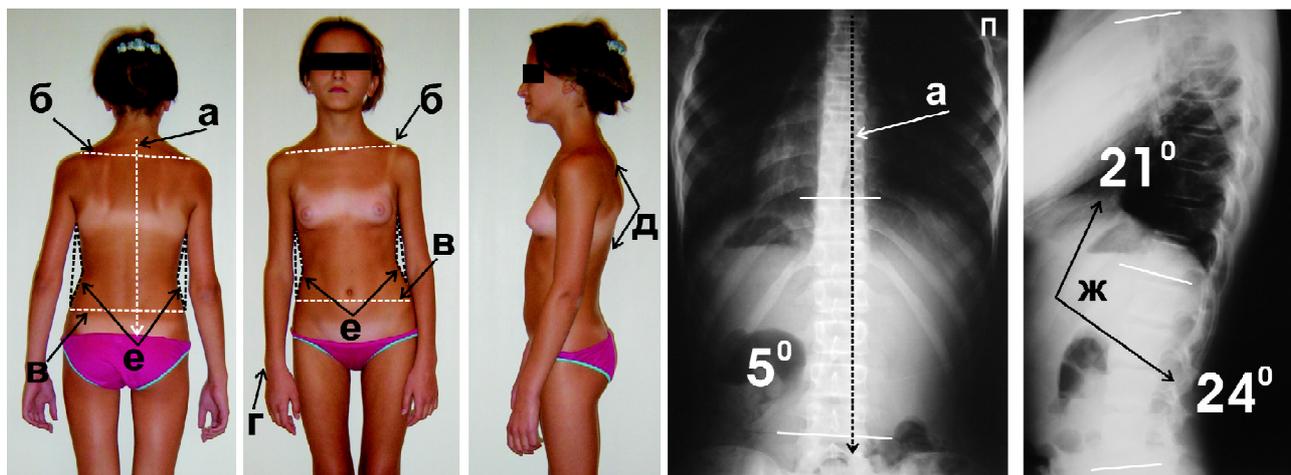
Первый тип осанки. (а) — перпендикуляр, опущенный от проекции вершины остистого отростка С<sub>7</sub> позвонка, указывающий на отклонение туловища от продольной вертикальной оси; (б) — линия, проведенная через акромиальные концы ключиц, иллюстрирующая наклон туловища в сторону; (в) — линия, показывающая сохранение расположения таза в горизонтальной плоскости; (г) — свисающая правая рука на стороне формирующейся дуги искривления позвоночника (симптом «асимметрично свисающих рук» Лоренца); (д) — сутулость спины без увеличения выраженности грудного кифоза; (е) — асимметричность треугольников талии, иллюстрирующая деформацию; (ж) — угловая величина дуг грудного кифоза и поясничного лордоза. На рентгенограммах определена сколиотическая деформация позвоночника грудопоясничного типа с основной дугой на уровне Th<sub>10</sub>-L<sub>4</sub> справа I степени (5°).
